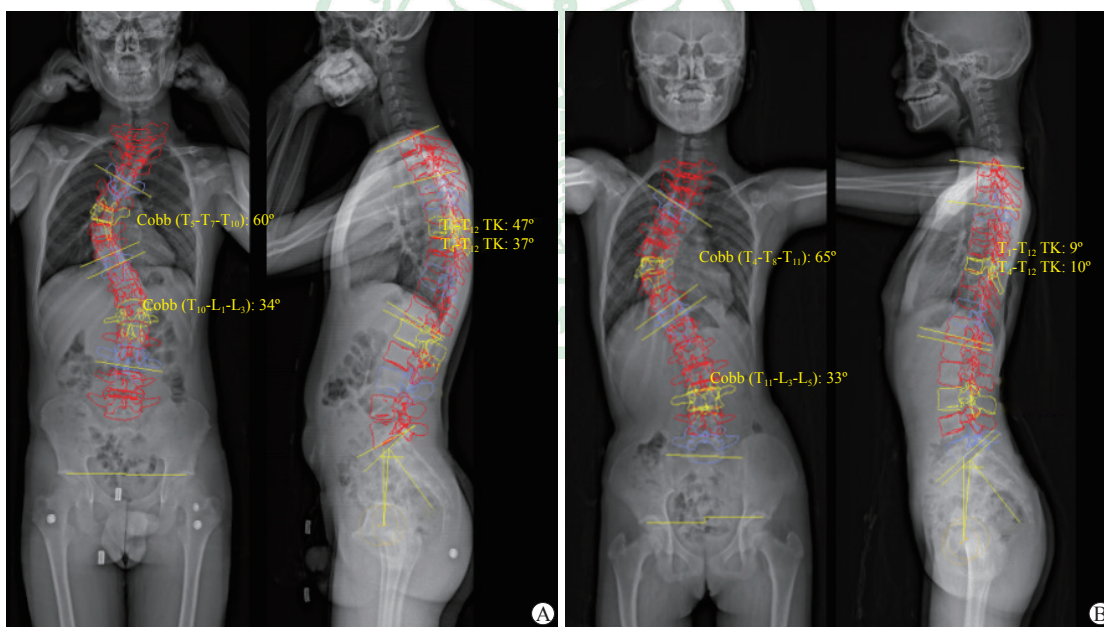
1组配对的 Chiari 畸形伴脊柱侧凸患者和 AIS 患者的 Cobb 角和 TK
